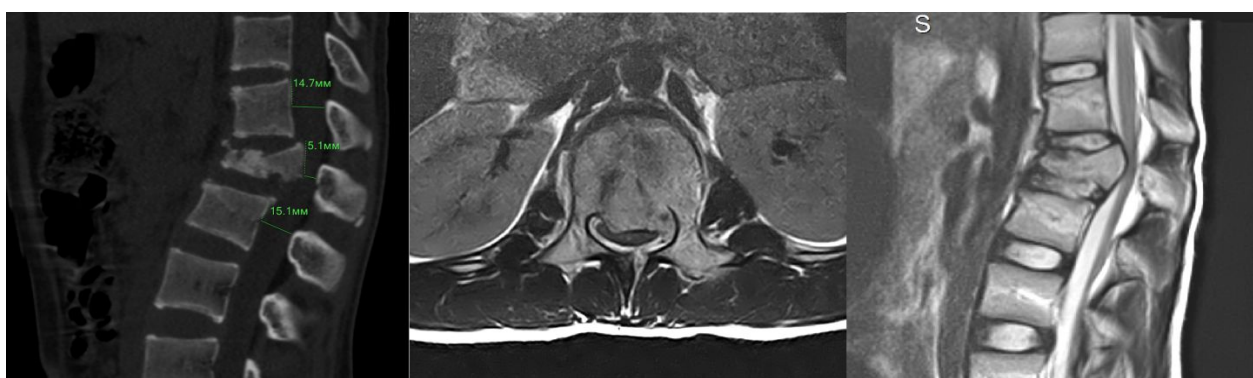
Данные МСКТ и МРТ пациента № 20, повреждение типа В2(А4), стеноз позвоночного канала до 5,1 мм. Фрагменты тела компримируют спинной мозг на уровне эпиконуса. ASIA – E
